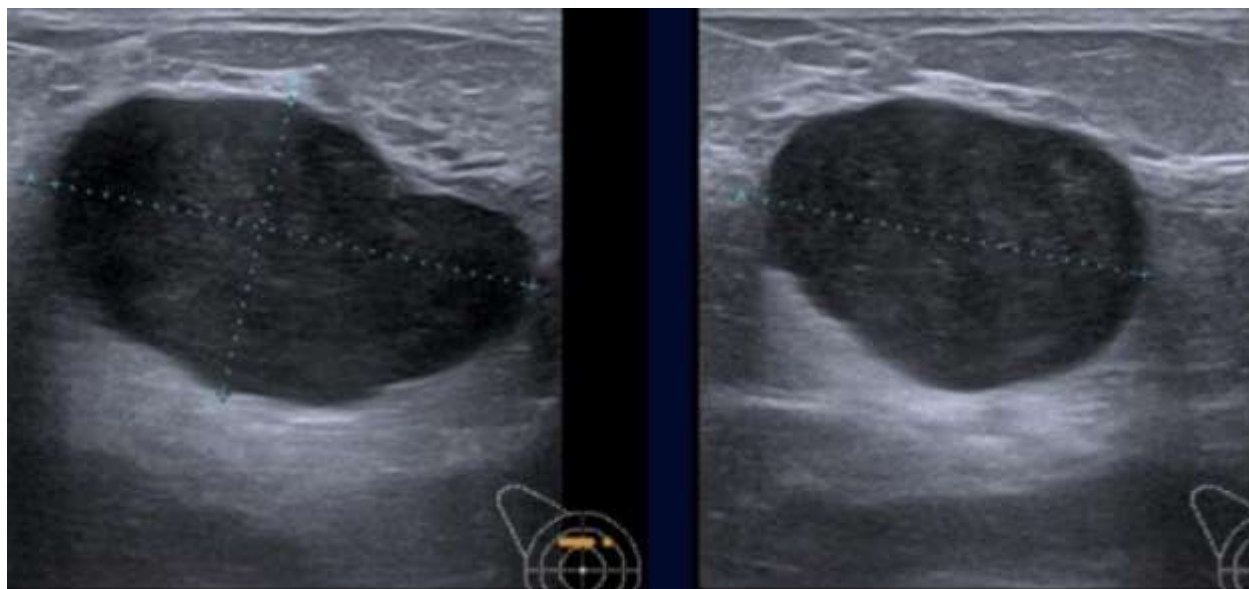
cliché échographique montrant une masse ovale de contours bien définis, de texture hypoéchogène homogène avec renforcement postérieur [50].
